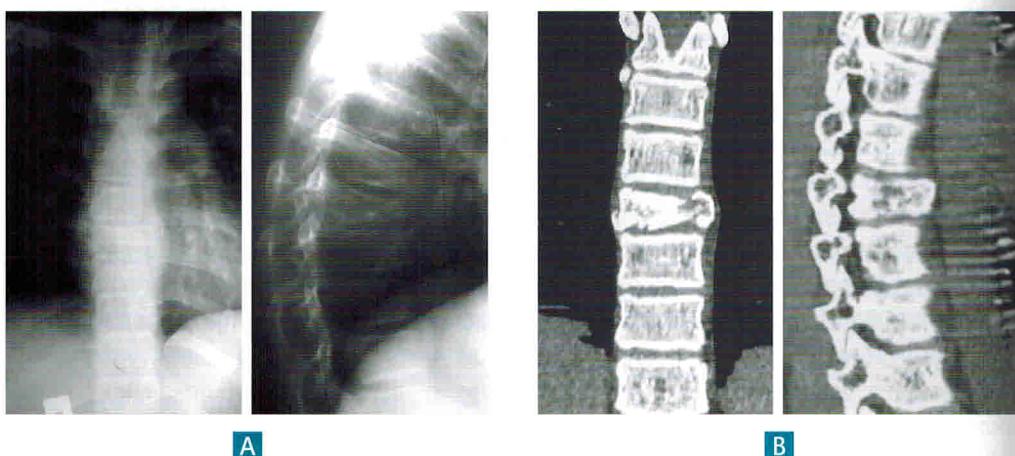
Спондилограммы пациента А., 15 лет. Диагноз: повреждение тела Th8 типа А3: А – спондилограммы до операции; В – СКТ до операции; С – после задней инструментальной непрямой репозиции, транспедикулярной фиксации и заднего локального спондилодеза
